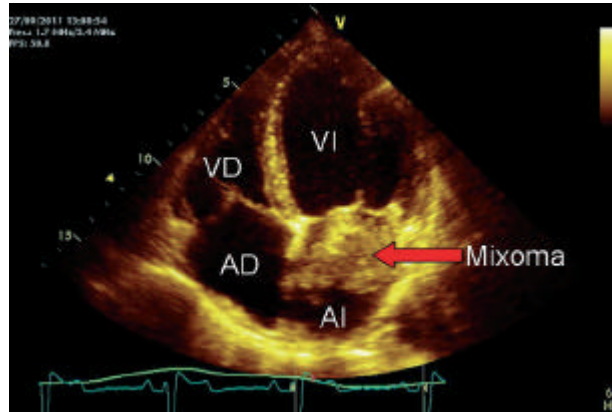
Ecocardiograma transtoracico 2D.
